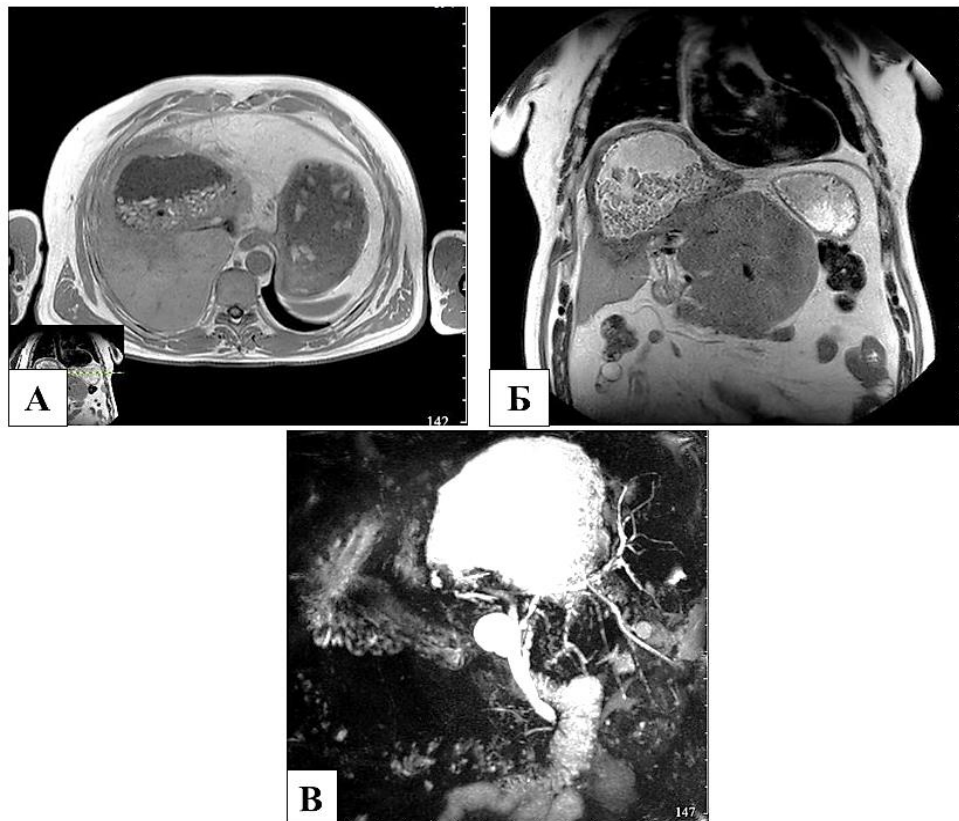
МР(МРХПГ)-томограммы резидуального альвеококкоза 4,5,6,7,8 S печени, полость распада: А – аксиальная проекция; Б – T2-взвешенное изображение в коронарной проекции; В – МР-холангиопанкреатография
